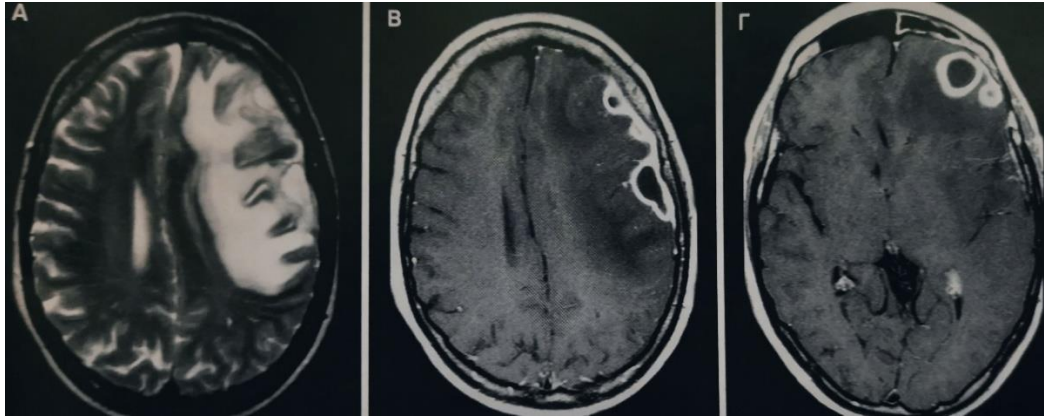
Εικόνες μηνιγγίτιδας με μαγνητική τομογραφία σε εγκάρσιο επίπεδο ακολουθίας FLAIR (A) και T1 μετά από την ενδοφλέβια χορήγηση παραμαγνητικής ουσίας
